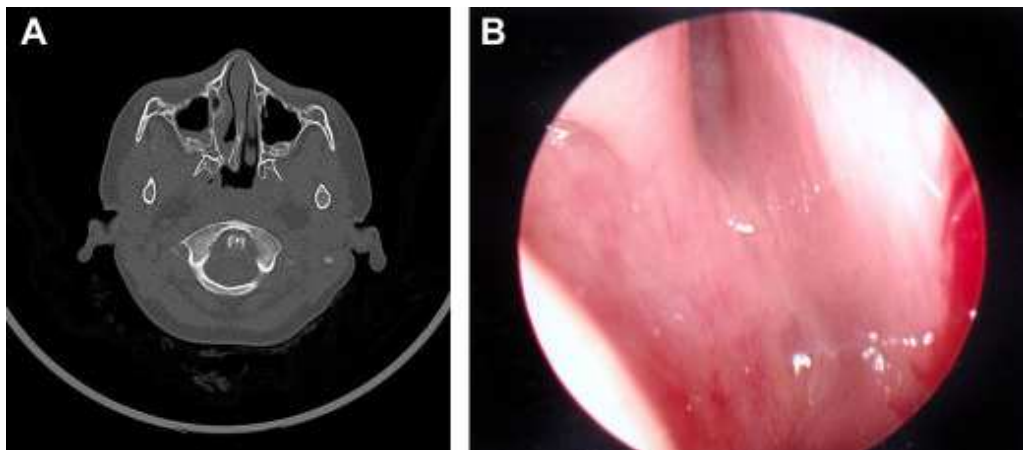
Choanal atresia. (A) CT scan demonstrating unilateral right-sided choanal atresia. (B) Nasal endoscopy demonstrating complete choanal atresia. [23]
